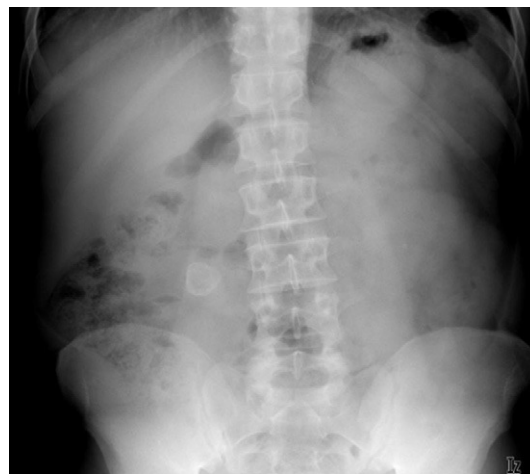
Radiografía simple de abdomen que muestra imagen de densidad cálcica con centro radiolúcido en la luz colónica.
